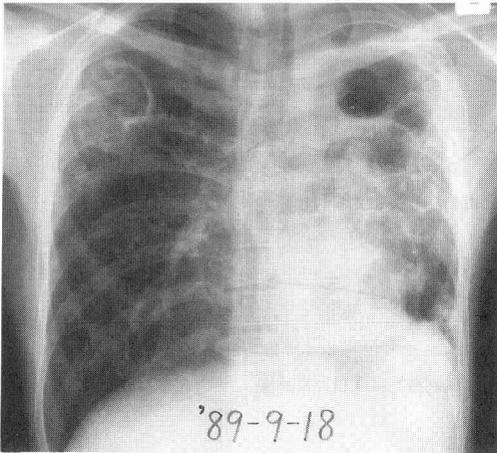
入院20日後(1989年9月18日)の胸部X線写真
